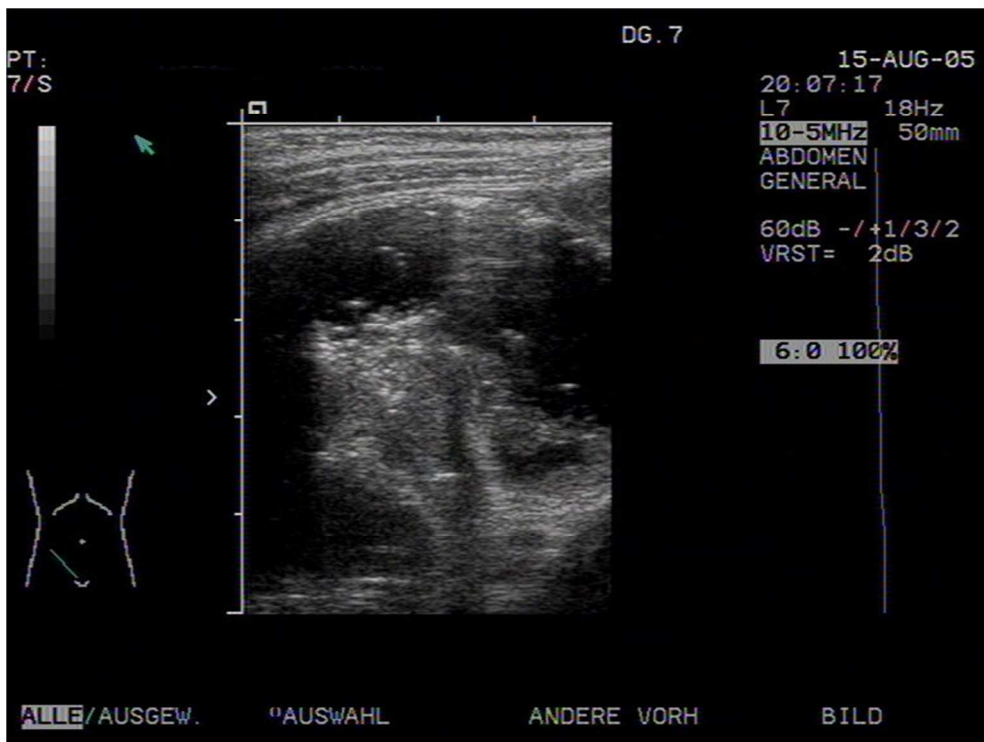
Patientin K.P. (22 Monate). Sonographische Darstellung des Invaginats im Bereich der Ileocoecalklappe
